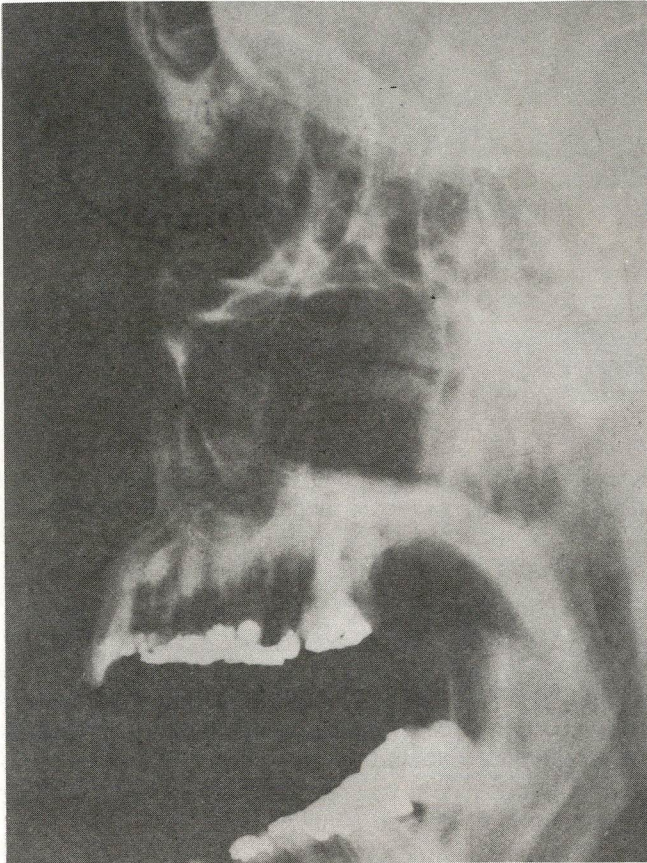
Radiografia em perfil da face mostrando destruição da espinha nasal.
